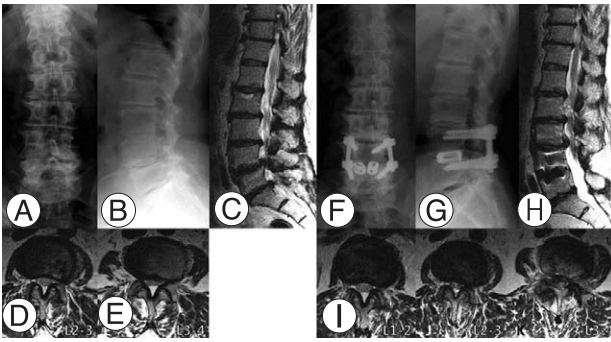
Imaging studies of case 1. She had degenerative spondylolisthesis at L4-5 (A, B and C). Initial radiographs and MRI demonstrate rotational deformity at L3-4, disc wedging at L2-3, and grade 4 disc degeneration at L2-3, L3-4 and L5-S1 (C). Facet degeneration was grade 2 at L2-3 (D) and grade 1 at L3-4 (E). PLIF was performed at L4-5. Adjacent segment disease developed at L2-3 and L3-4 after 33 months (F, G and H). Central spinal stenosis aggravated at L2-3 (J) and L3-4 (K). Facet joints were intact at L1-2 (I). Revision surgery was performed from L2 to L5. Note that L5-S1 segment does not show any deterioration of degeneration.
